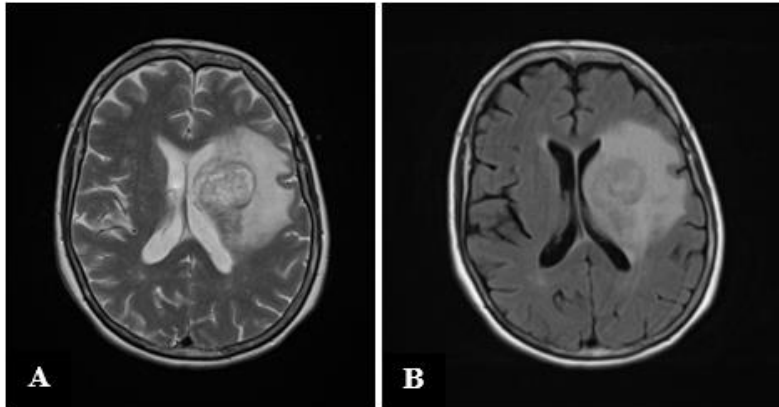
Case courtesy of Dr David Mitchell, Radiopaedia.org, rID: 60648. Ponderação T2 (A) e T2-FLAIR (B) num glioblastoma.
